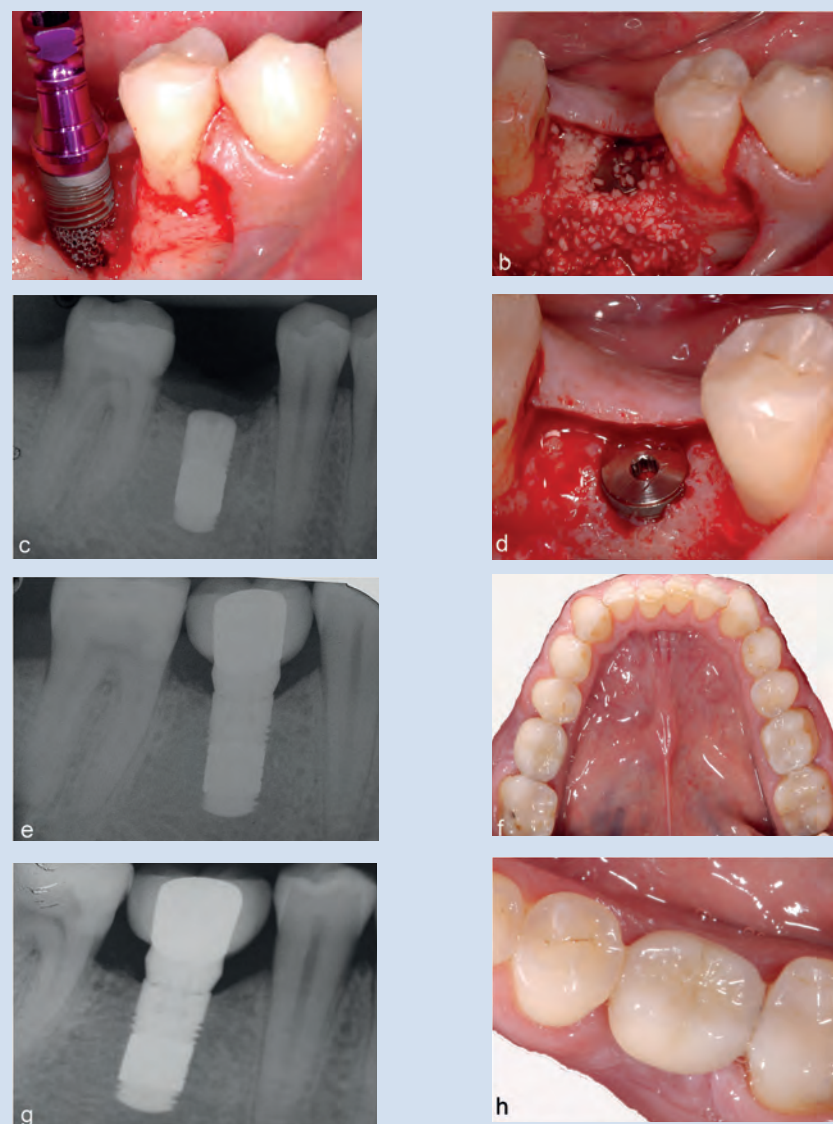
Vues clinique et radiographique d'un patient de sexe masculin ayant déclaré fumer 70 cigarettes par semaine. Un implant dentaire TM a été utilisé pour remplacer la première molaire mandibulaire droite. L'implant a été placé avec une augmentation simultanée à l'aide d'une allogreffe (a, b, c). La figure (d) montre l'implant lors du deuxième temps chirurgical. Une restauration finale scellée a été placée à 6 mois (e, f). L'implant s'est avéré stable et sans complications lors du rendez-vous de contrôle de la 1ère année. L'augmentation moyenne du niveau de l'os marginal était de 0,24 mm un an après l'intervention (g, h). Avec l'aimable autorisation du Dr Sergio Spinato, Italie.
